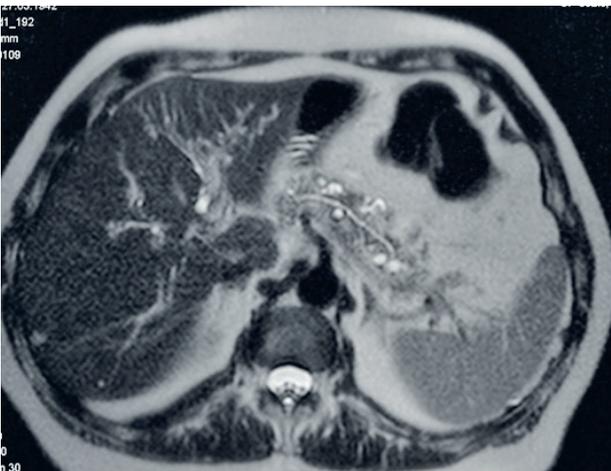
Die Bilder zeigen einen typischen Befund im MRI und im Endo-Ultraschall einer Seitenast IPMN
